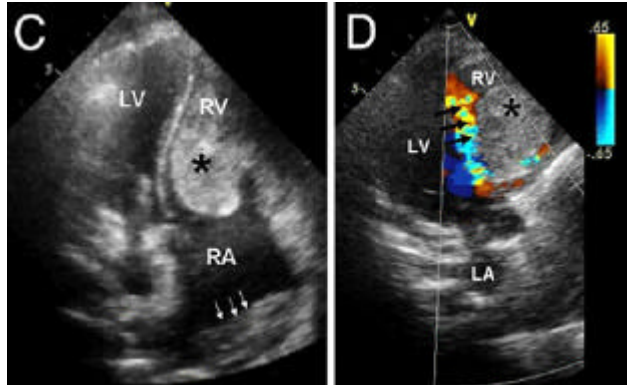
Ecocardiograma transtorácico 2D.
